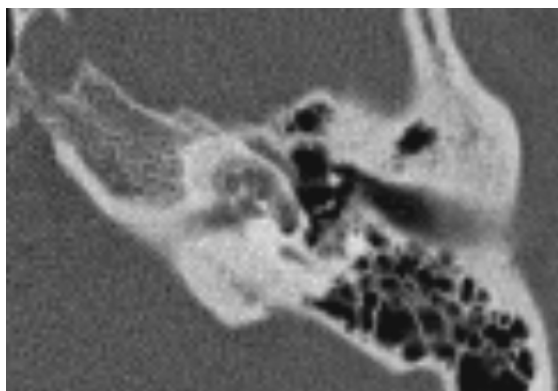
Компьютерная томограмма левой височной кости больной С., 26 лет, с выраженными очагами отосклероза вокруг и внутри капсулы лабиринта, контуры улитки нечеткие.
